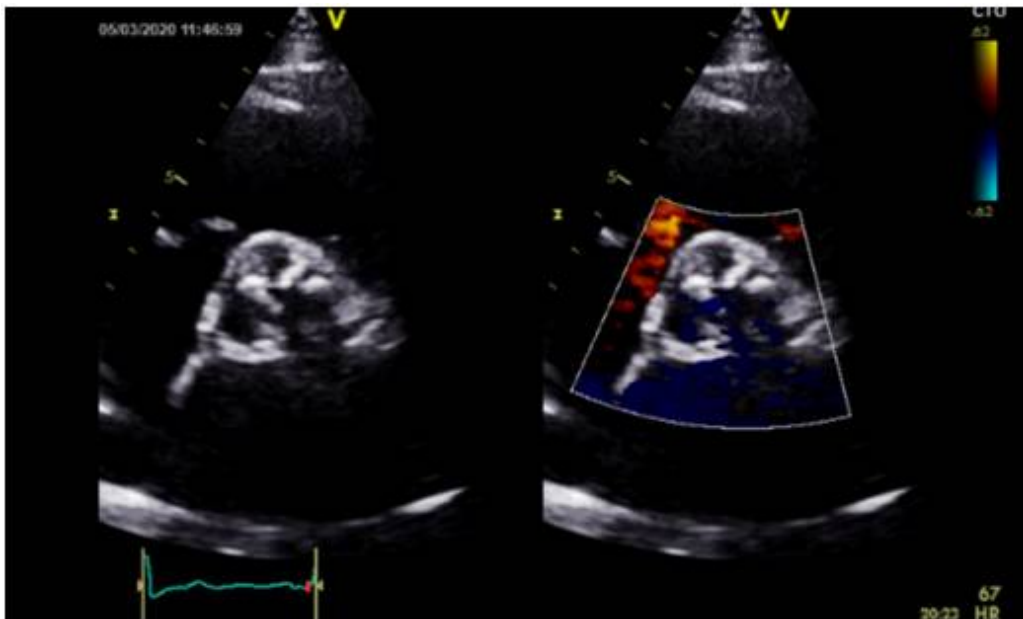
image échographique en coupe petit axe trans-aortique montrant une valve aortique à 3 cusps remaniées, calcifiées, d'ouverture limitée (RAC avec doppler couleur)
